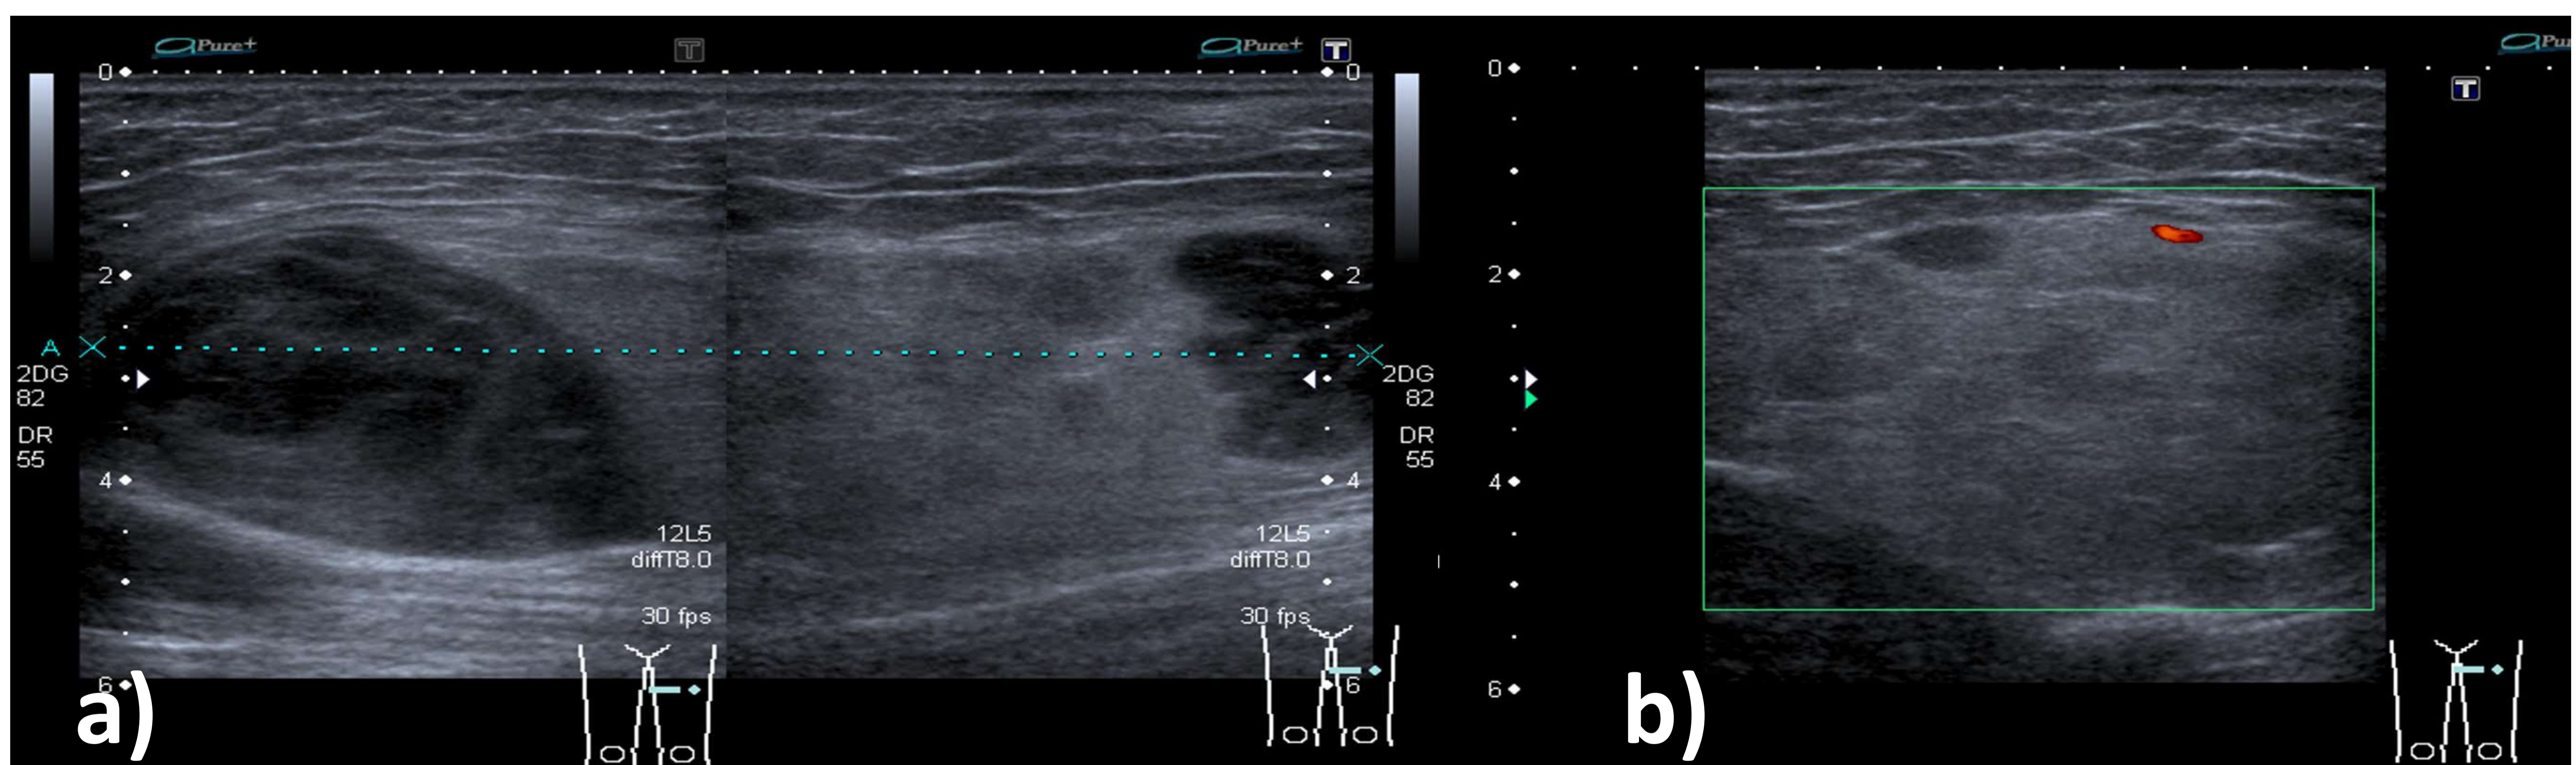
liposarcoma mixoide en ecografía, a) observando una gran masa de ecoestructura heterogénea, con zonas ecogénicas de aspecto graso, observando en ambos polos zonas hipoeicoicas, sólidas, heterogéneas y lobuladas. Se visualiza algún vaso aislado periférico en b).
